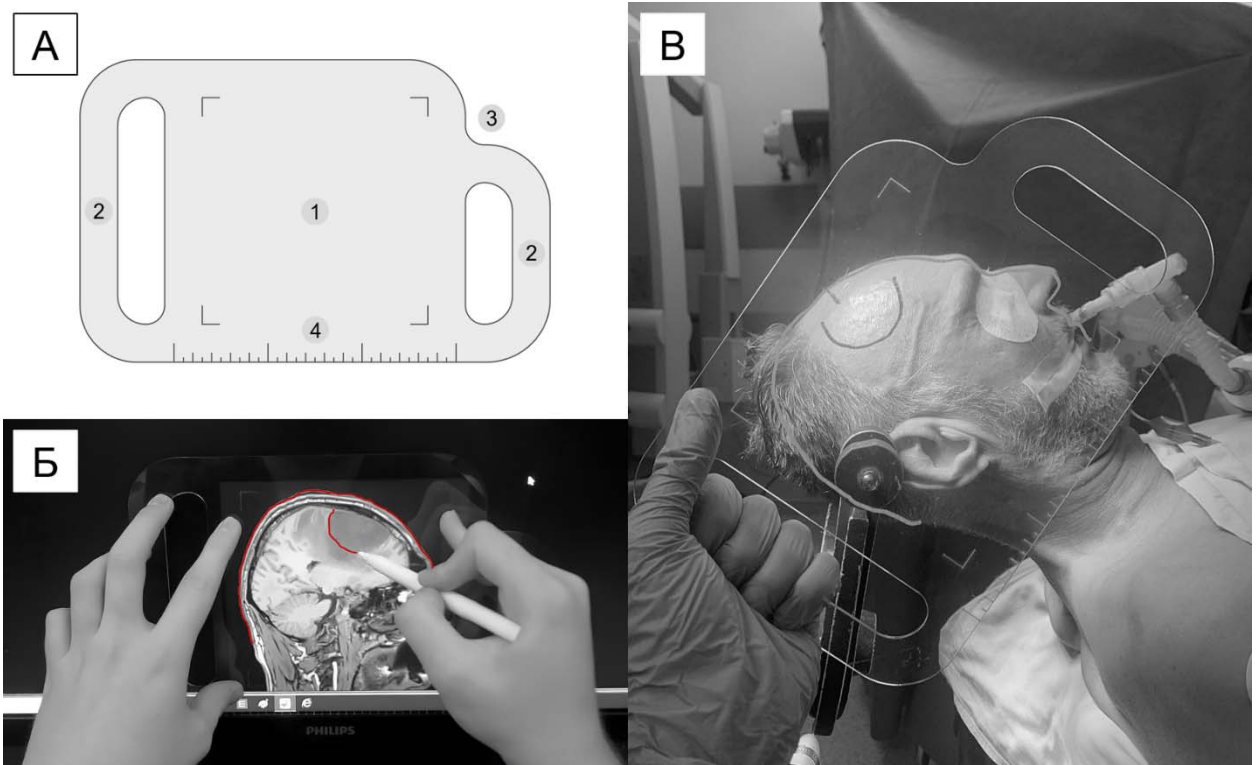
Предоперационная разметка с помощью нейрохирургического визира. А – Визир: 1 – поле зрения (FOV), 2 – рукоятки, 3 – вырез для лазерной указки, 4 – измерительная шкала. Б – Этап переноса МРТ-изображения с экрана компьютера на визир. Маркером обводят внешний контур головы и контур опухоли. В – Этап визирования. Достигнуто визуальное совпадение нарисованных контуров и контуров головы. Видна проекция опухоли на кожу
